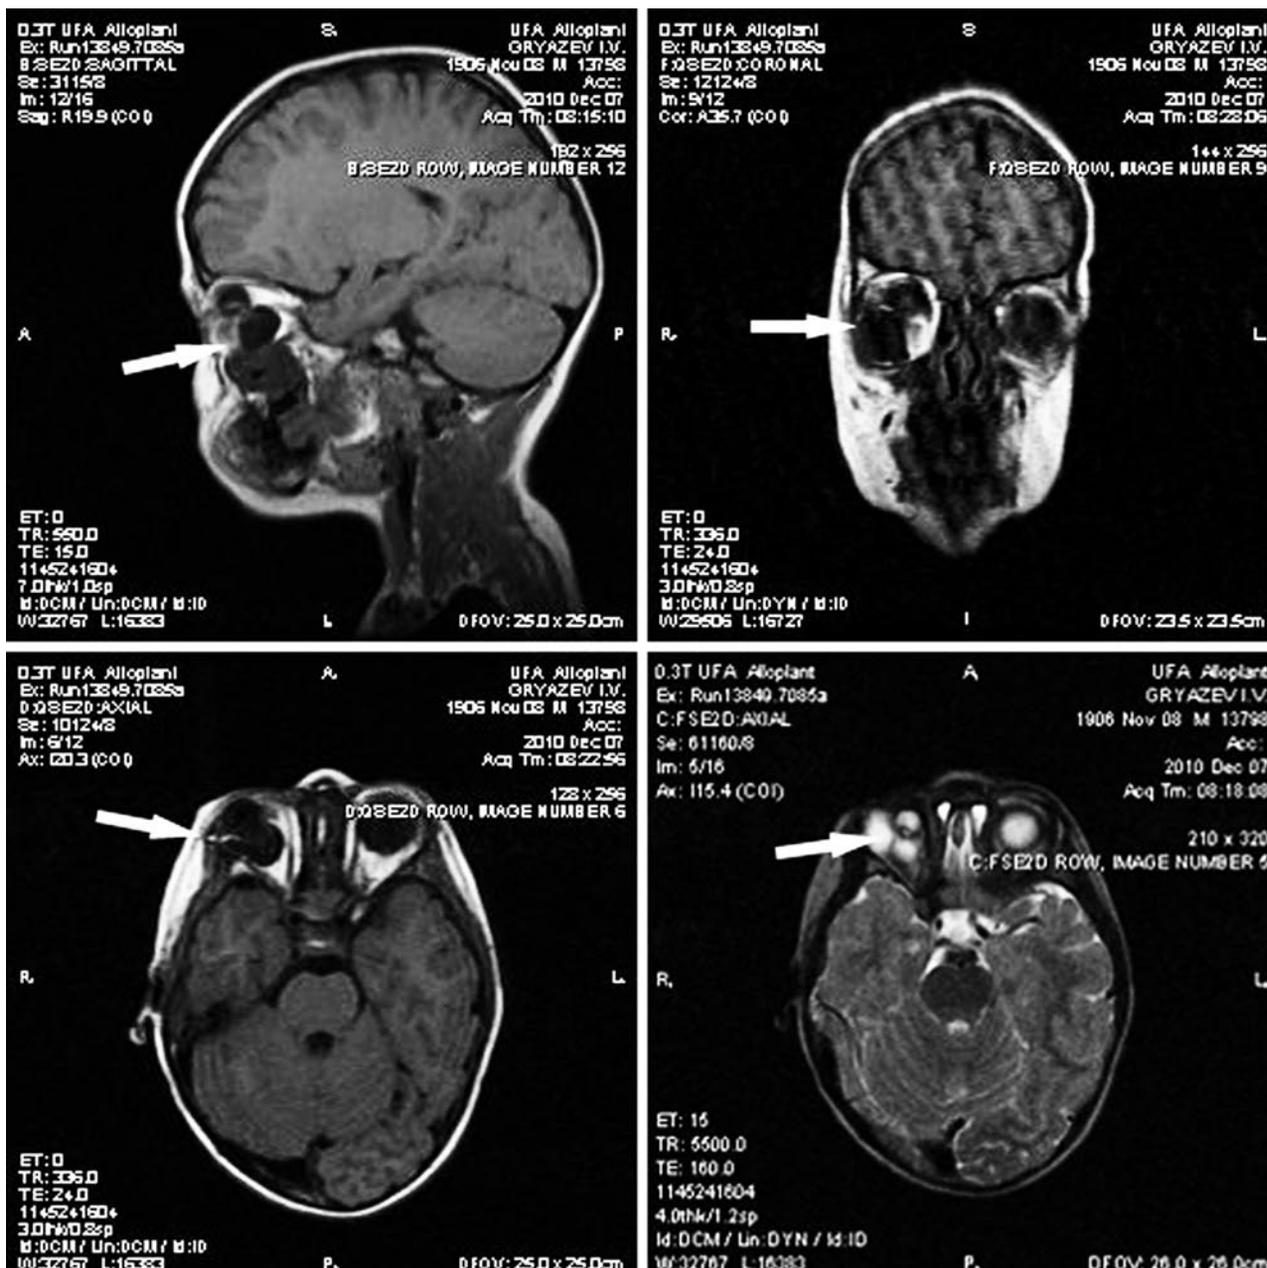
МР-томография. Патологическое образование (указано стрелками) определяется ретробульбарно в латеральной части правой орбиты
